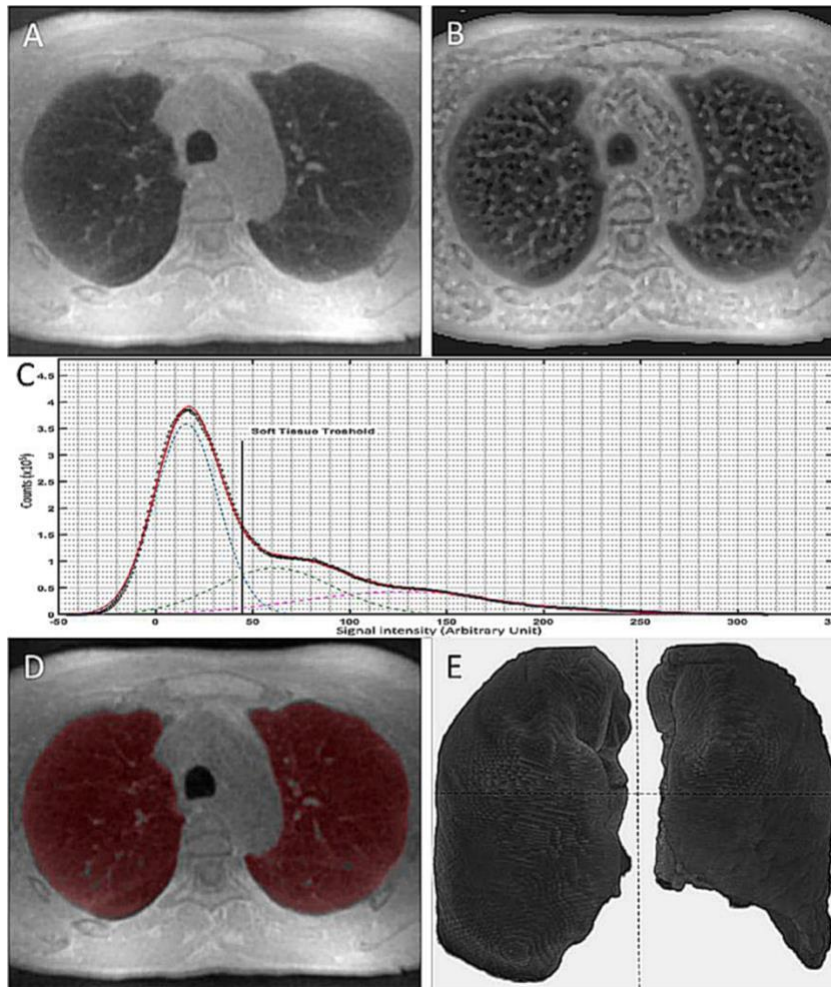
Méthode de segmentation automatique. Source : Benlala I, Berger P, Girodet P-O, et al (2019) Automated Volumetric Quantification of Emphysema Severity by Using Ultrashort Echo Time MRI: Validation in Participants with Chronic Obstructive Pulmonary Disease. Radiology
